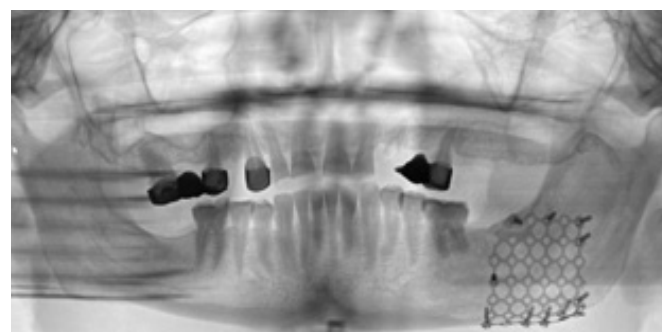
Рентгенограмма через 6 месяцев после реконструктивного вмешательства
